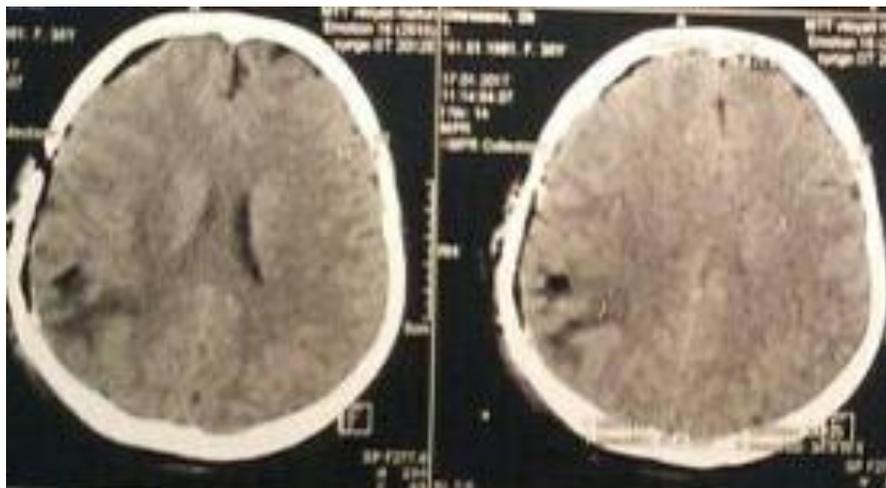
КТ головного мозга пострадавшего Б. 1960 г.р. после операции №944
